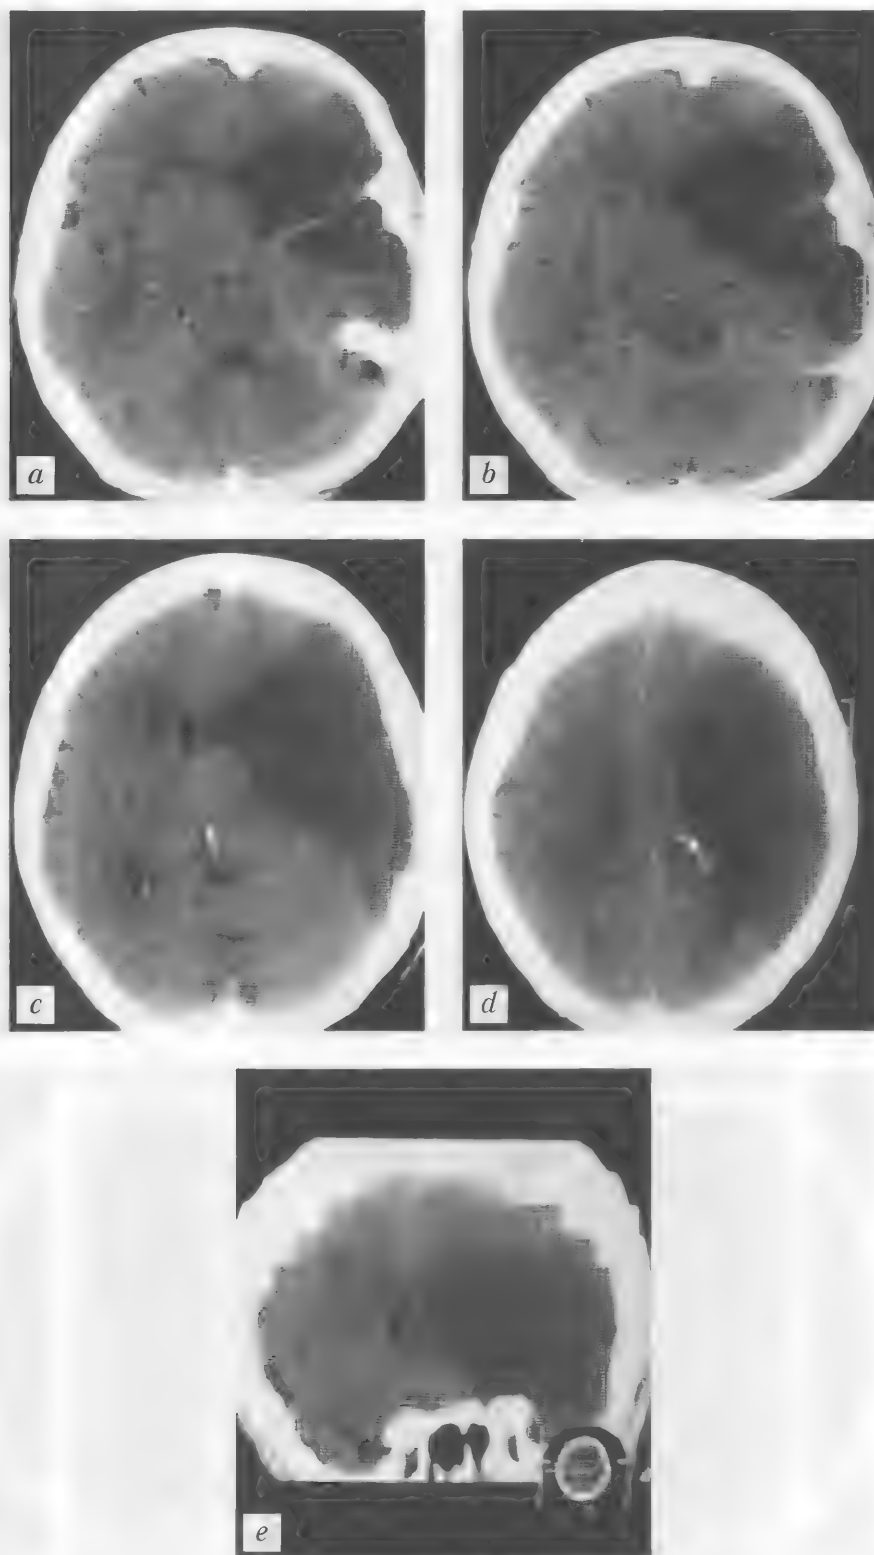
Больная В., 77 лет. Обширный территориальный инфаркт в системе кровоснабжения левой средней мозговой артерии. КТ (неконтрастная) — *a–e*
